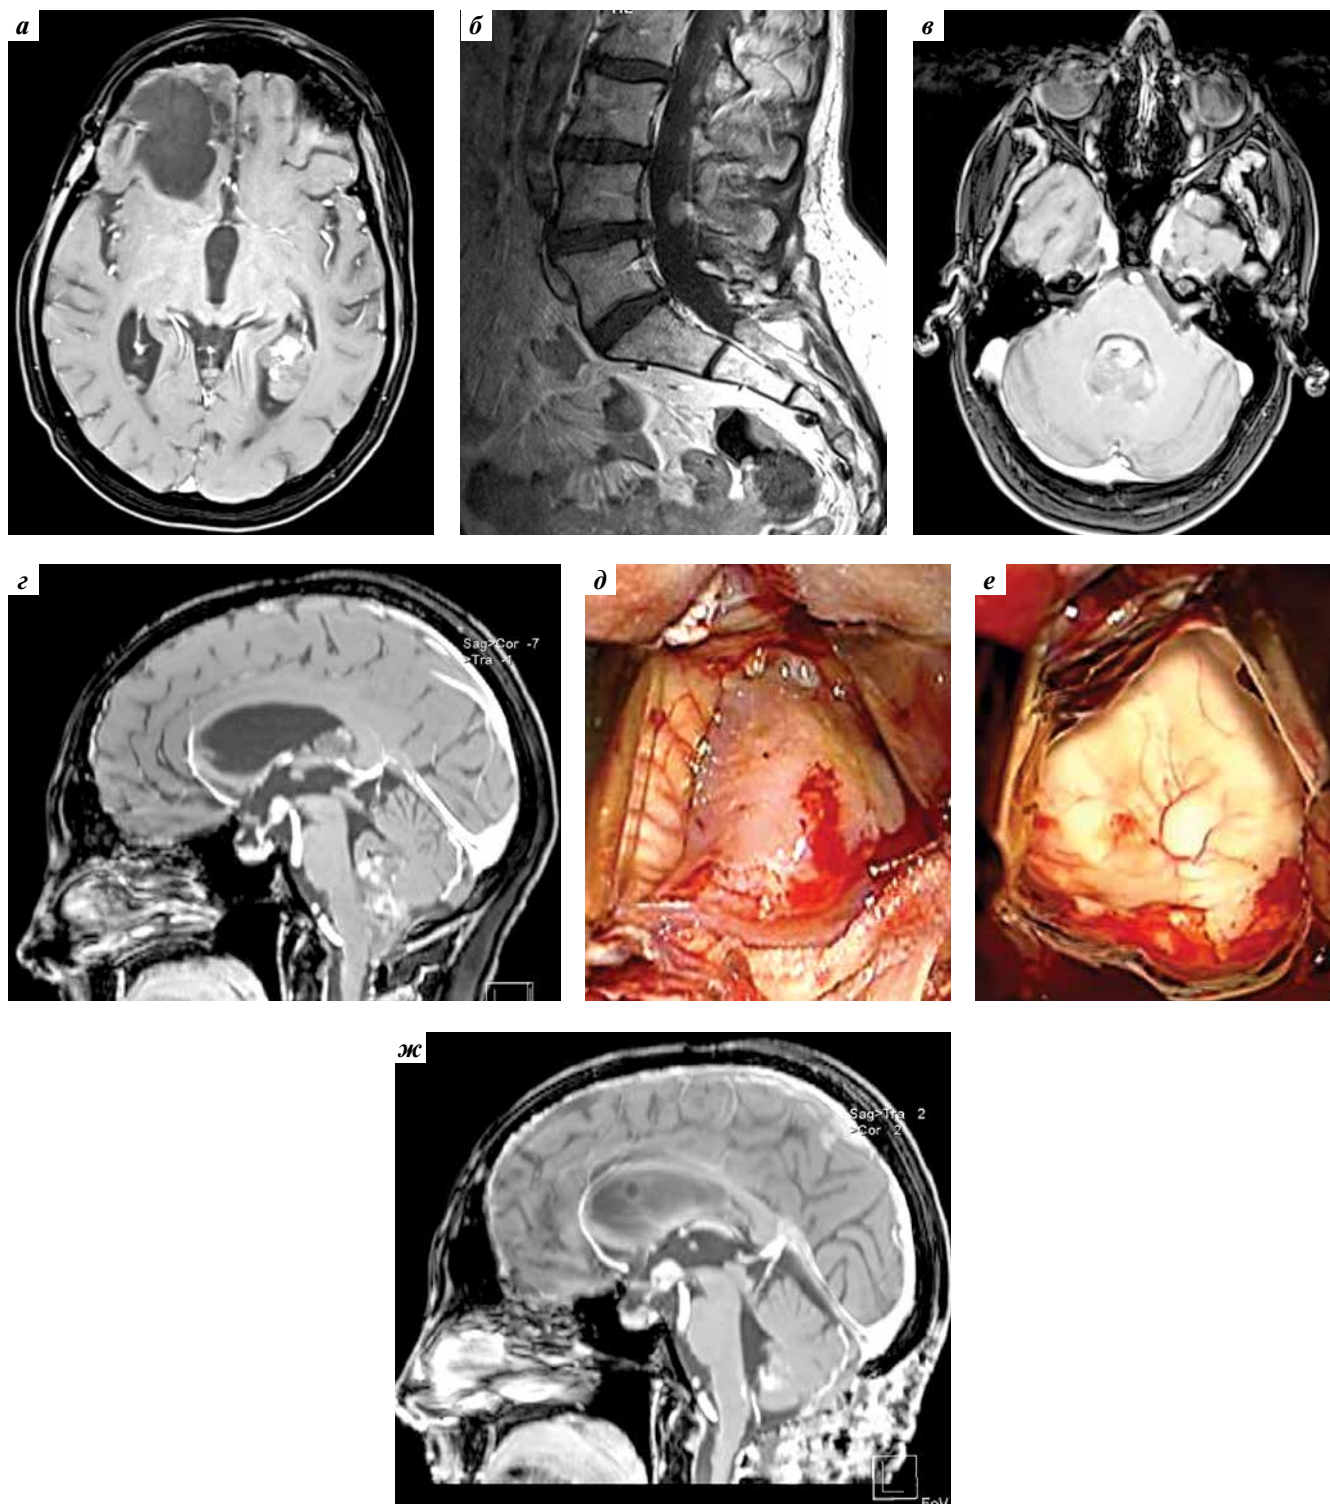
Первый каскад метастазирования атипичной тератоидно-рабдоидной опухоли (2016). Магнитно-резонансная томография (МРТ) с контрастированием в режиме T1 перед 3-й операцией (август 2016 г.): а – метастаз в области заднего рога левого бокового желудочка; б – метастазы в области спинальных корешков в пояснично-крестцовом отделе позвоночника; в, з – метастатическая опухоль, заполняющая IV желудочек головного мозга. Интраоперационная картина: д – опухоль заполняет большую цистерну мозга; е – вид ромбовидной ямки после тотального удаления метастаза из полости IV желудочка. Контрольная МРТ через 1 мес после операции (жс)
